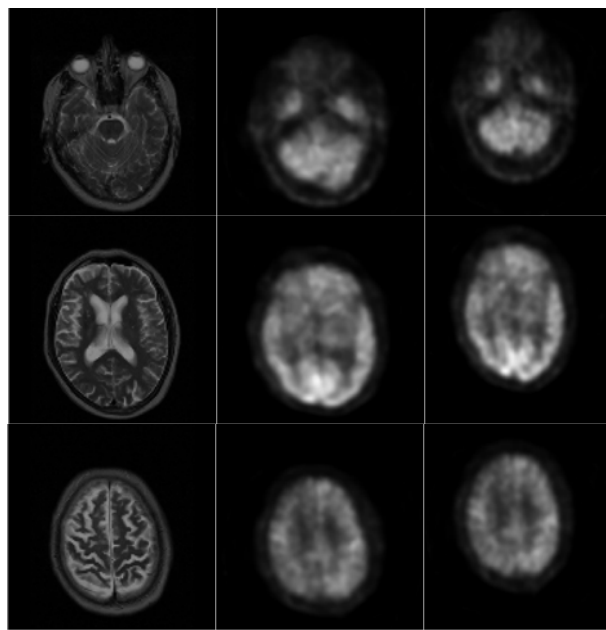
Registro de los volúmenes TSE y PET. Primera columna: conjunto referencia. Segunda columna: objetivo registrado. Tercera columna: conjunto objetivo. Primera fila: corte #14. Segunda fila: #30. Tercera fila: #48.
